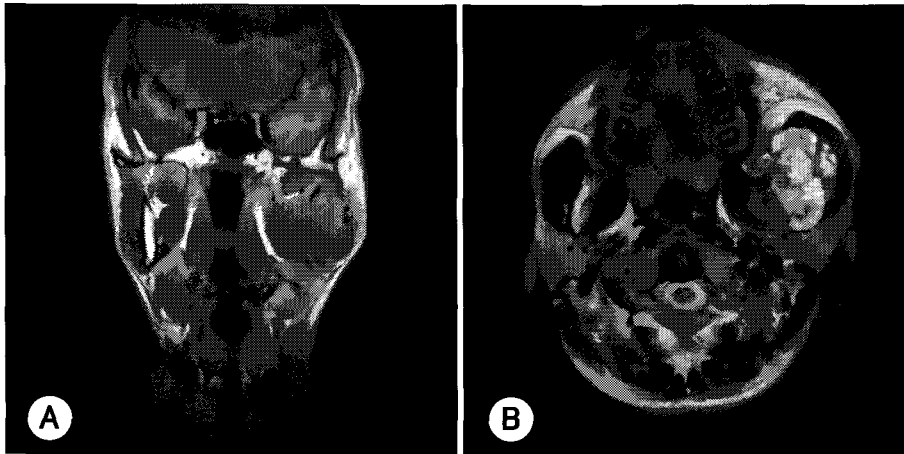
Oropharynx MRI finding. T1-weighted coronal image shows iso signal intensity in left mandibular ramus (A) and T2-weighted axial image shows heterogeneous high signal intensity (B).
